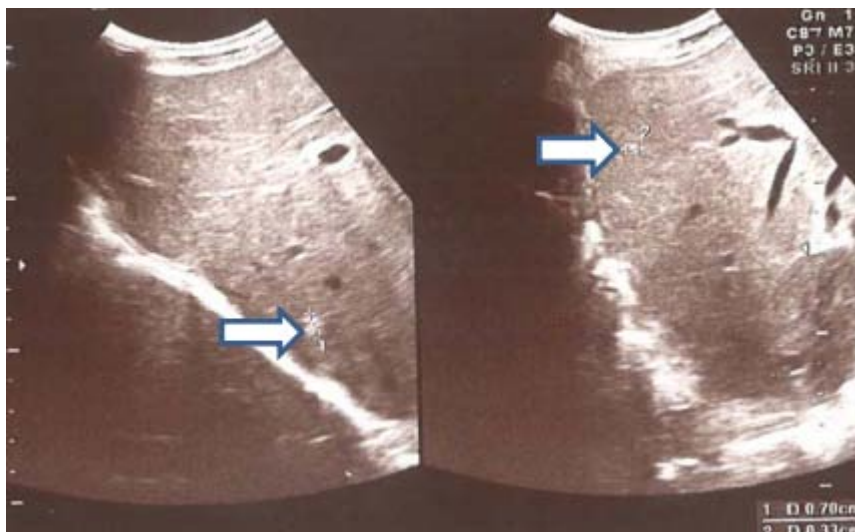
Image de métastases à l'échographie : deux petits nodules infra centimétriques hépatiques.
